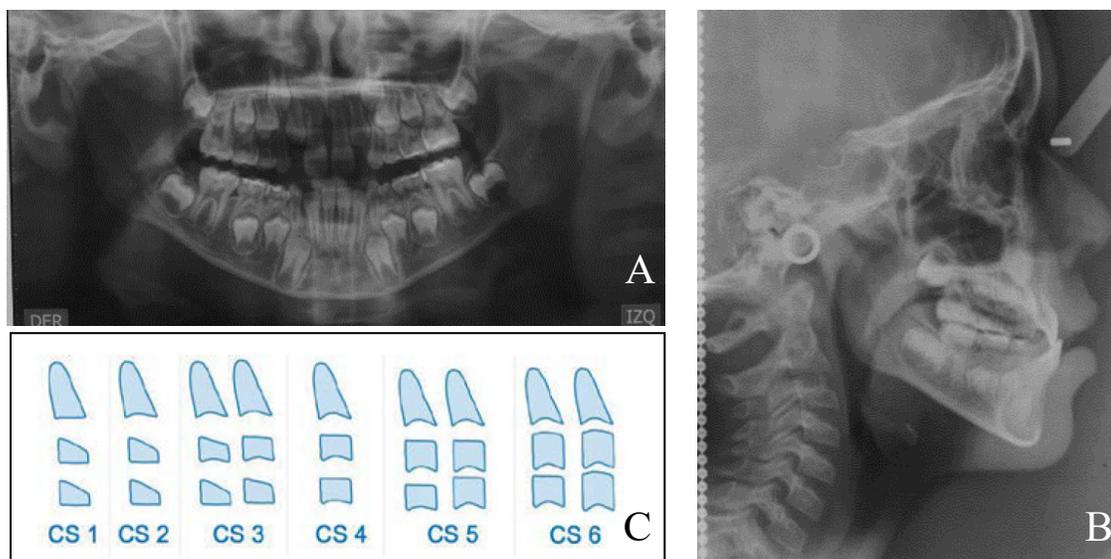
Radiografías iniciales. A. Panorámica; B. Cefálica Lateral; C. Método de Maduración de las Vértebras Cervicales, modelo propuesto por Baccetti
